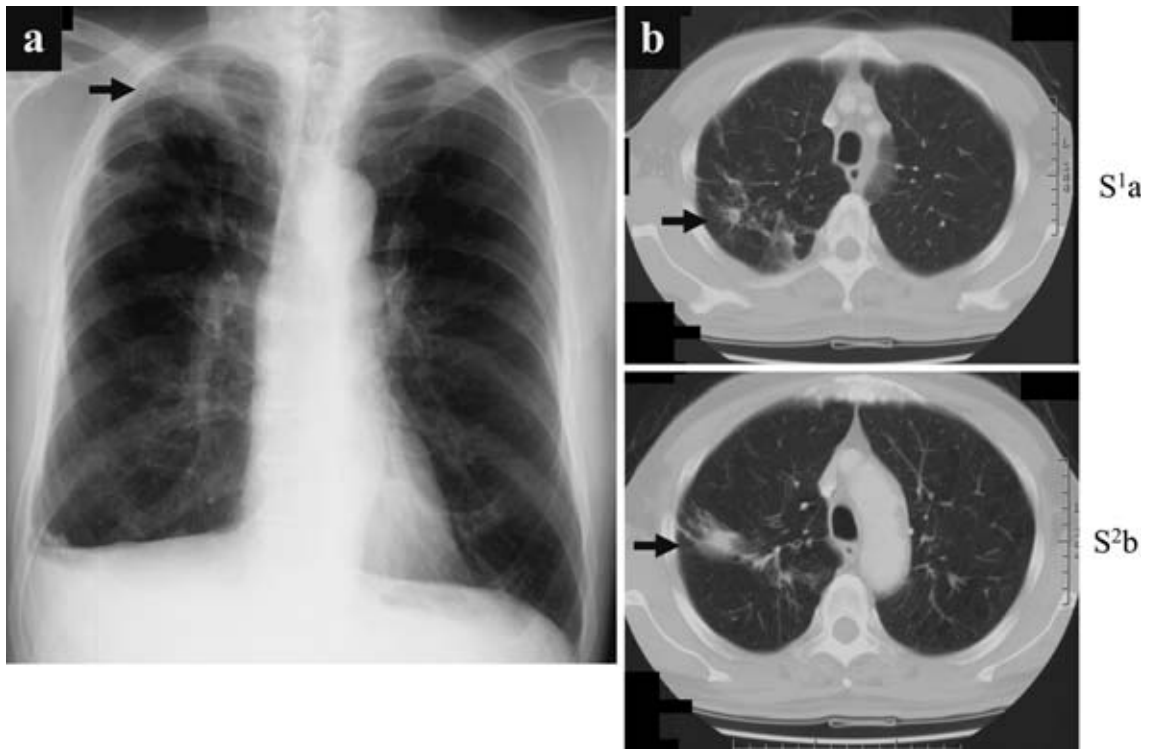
Radiographic data on Case 2. a) Nodular shadow in the right upper lung field shown on chest radiograph obtained on admission. b) Chest computed tomography scans on admission showing infiltrative shadow in the right S¹a and a nodular shadow in the right S²b.
